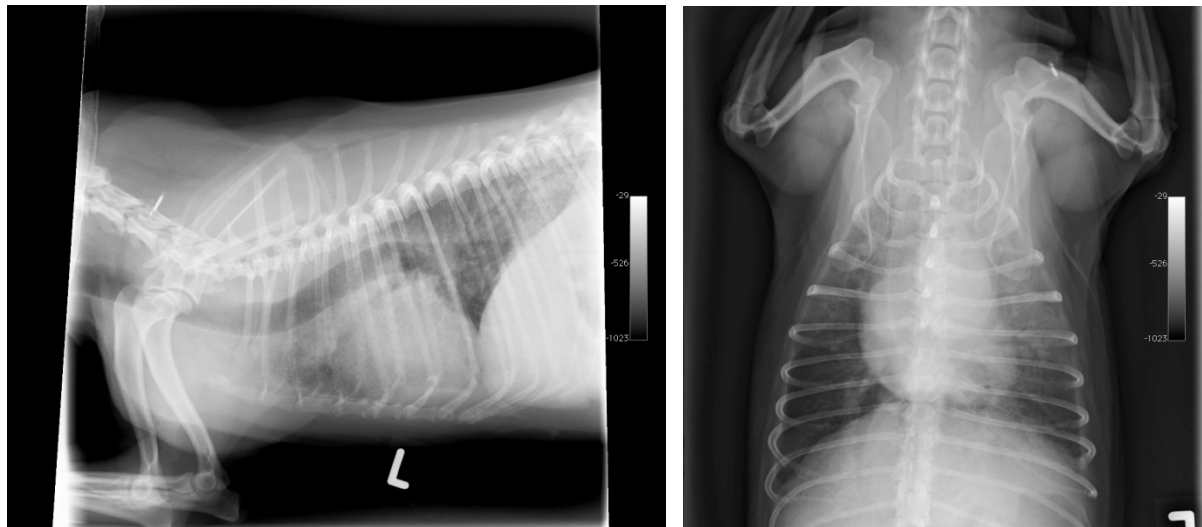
Röntgenbilder eines 10-jährigen Papillon mit akuter Atemnot. Es liegt zwar eine mässige Kardiomegalie vor, jedoch insbesondere auf dem DV-Bild sind linker Vorhof und Ventrikel offensichtlich nicht dilatiert, jedoch deutet die Herzform eines umgekehrten „D“ auf eine rechtsseitige Herzvergrösserung.
